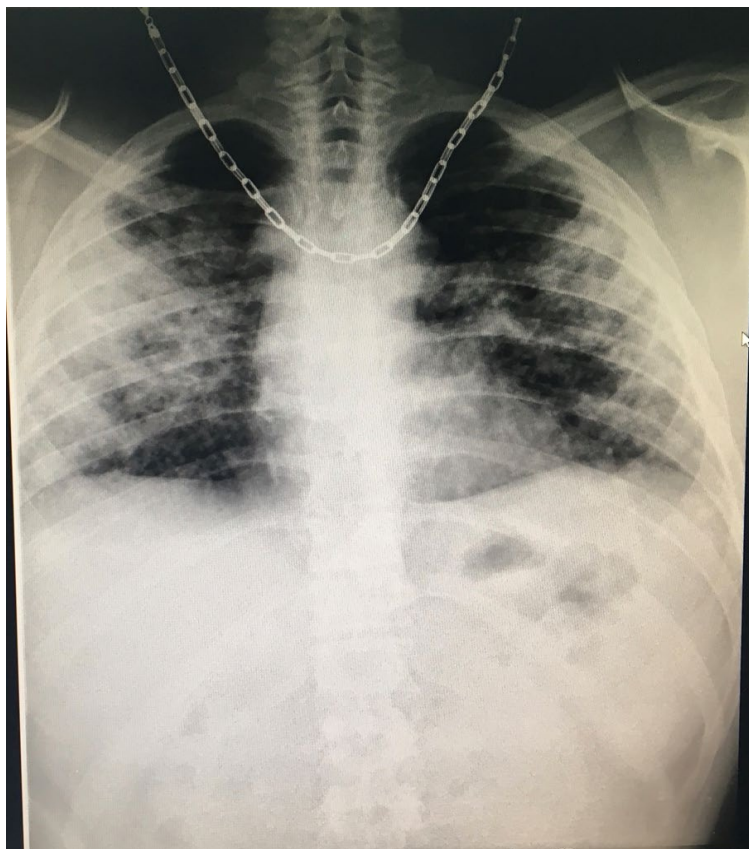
Radiografie cord pulmon - opacități de tip alveolar și interstițial bilateral, adenopatii.
